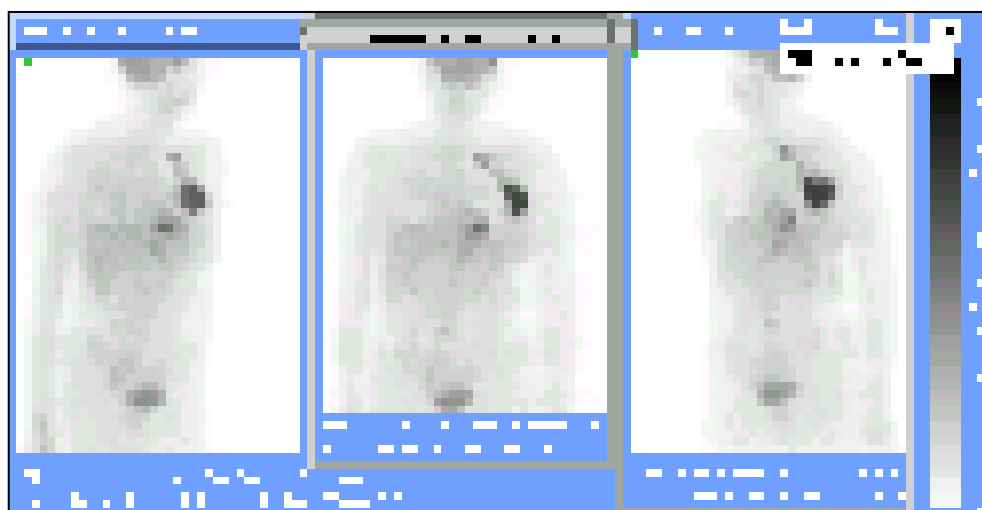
Paciente mujer de 50 años que debutó con una adenopatía axilar y supraclavicular izquierda de adenocarcinoma de TOD. Los procedimientos de imagen fueron negativos para el tumor primario. La PET ^{18}F -FDG detectó correctamente un tumor primario en mama izquierda, englobado dentro de un conglomerado adenopático situado en axila y cola de la mama izquierda. Además detectó otro conglomerado en región supra y retroclavicular izquierda, lesiones de menor tamaño entre ambos conglomerados, y lesiones óseas en L4 y L5. Se inició tratamiento quimioterápico frente a adenocarcinoma de mama, por lo que el impacto sobre el manejo de la PET ^{18}F -FDG fue elevado. El médico remitente consideró que la PET ^{18}F -FDG había sido muy útil tanto en la decisión diagnóstica (eficacia en el juicio diagnóstico o nivel 3) como terapéutica (eficacia terapéutica o nivel 4).
